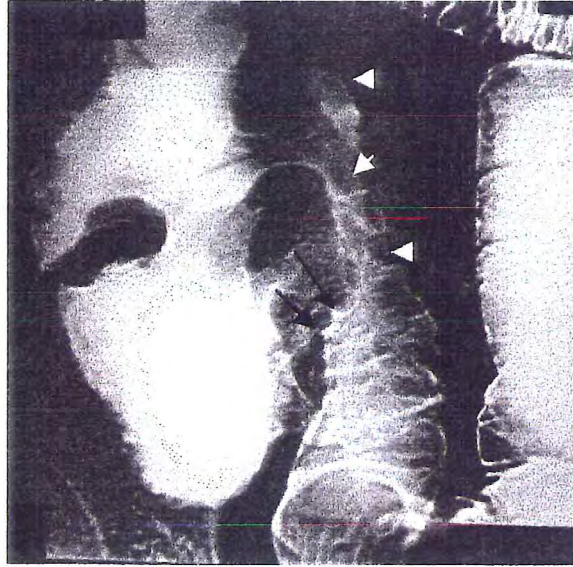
Crohn hastalığı ön tanısı ile incelenen hastanın (olgu 7) ince barsak segmentleri normal olup geç dönemde alınan grafide kolon distal ½'sinde rijidite ve hastrasyon kaybı izlenmektedir (beyaz oklar). Olgu kolon tutulumu gösteren Crohn hastalığı olarak yorumlandı.
